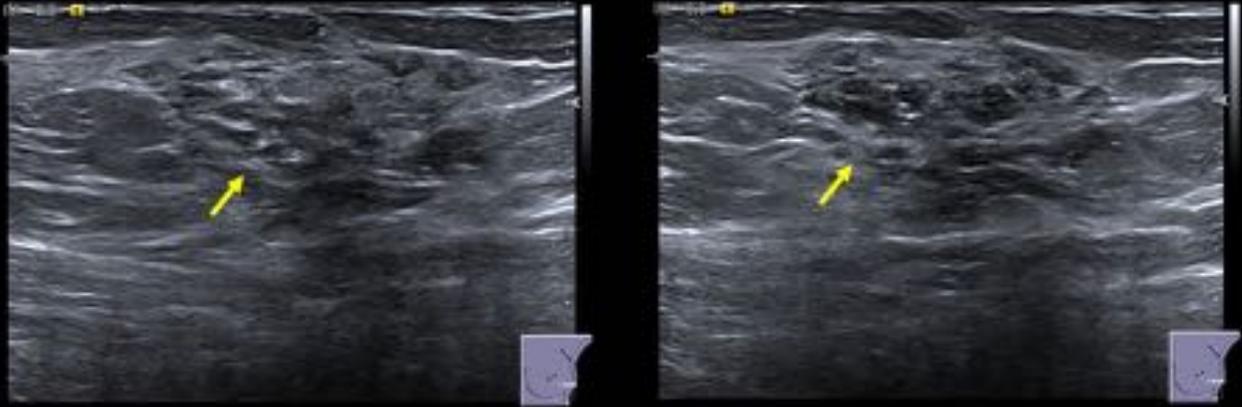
Mujer gestante de 38 años que refiere palpación de una tumoración a CIE de mama izquierda. Las imágenes de la ecografía de la lesión palpable muestran una masa heterogénea hiperecoica parcialmente delimitada. Se realizó biopsia de la lesión con resultado de adenoma tubular.
